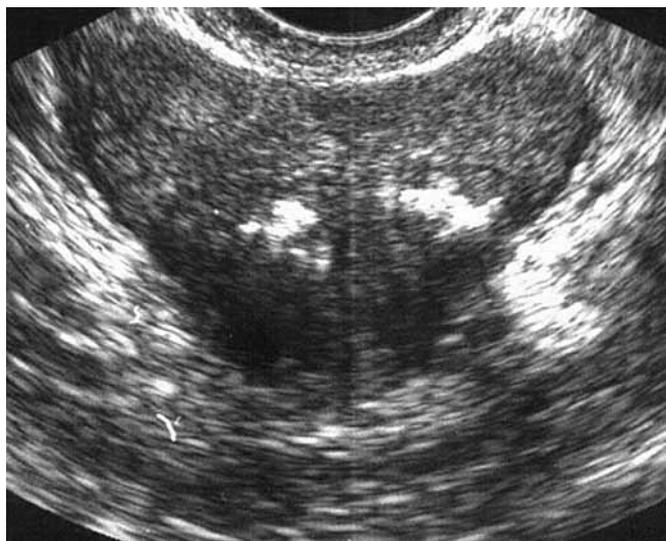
УЗИ предстательной железы при туберкулезе; видны множественные очаги обызвествлений
